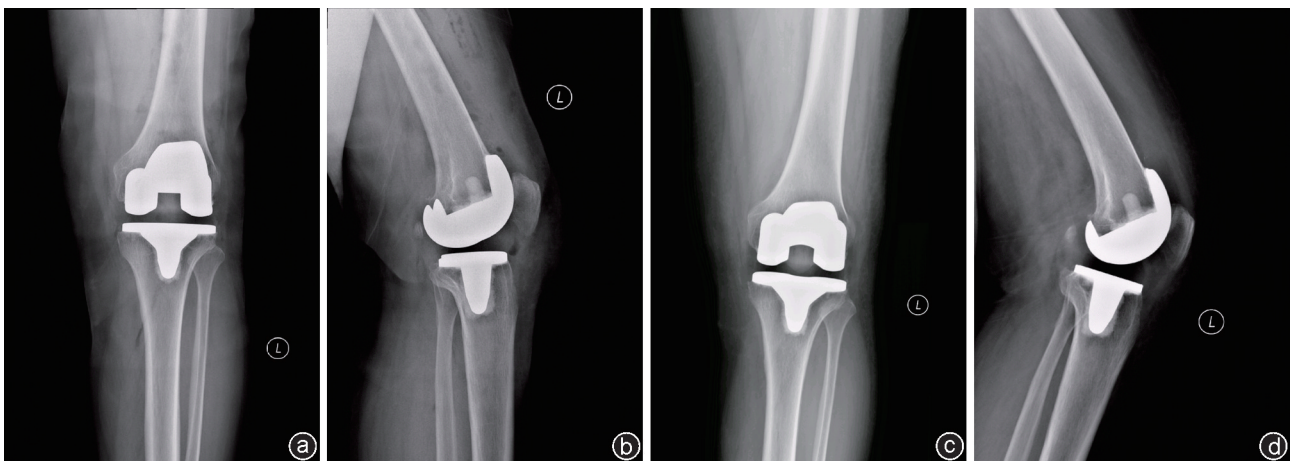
采用旋转平台假体患者的术后X线片 术后1年左膝正侧位X线片(a,b)及术后5年时左膝正侧位X线片(c,d)均未发现假体周围有明显透亮带,假体稳定性良好
